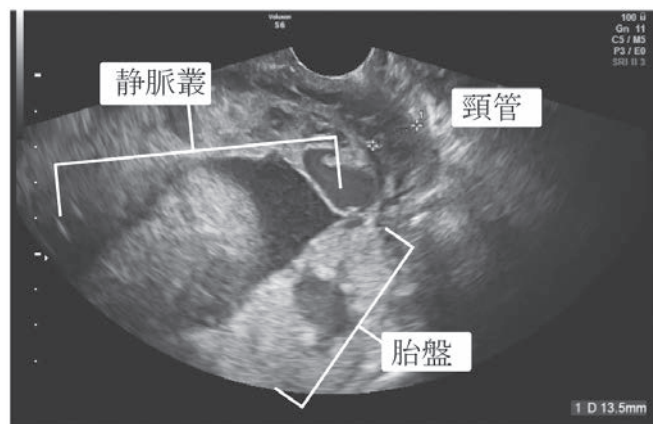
経膣超音波画像(胎盤に連続した静脈叢が徐々に発達し、内子宮口を超えて前壁側にも認めるようになった。)
